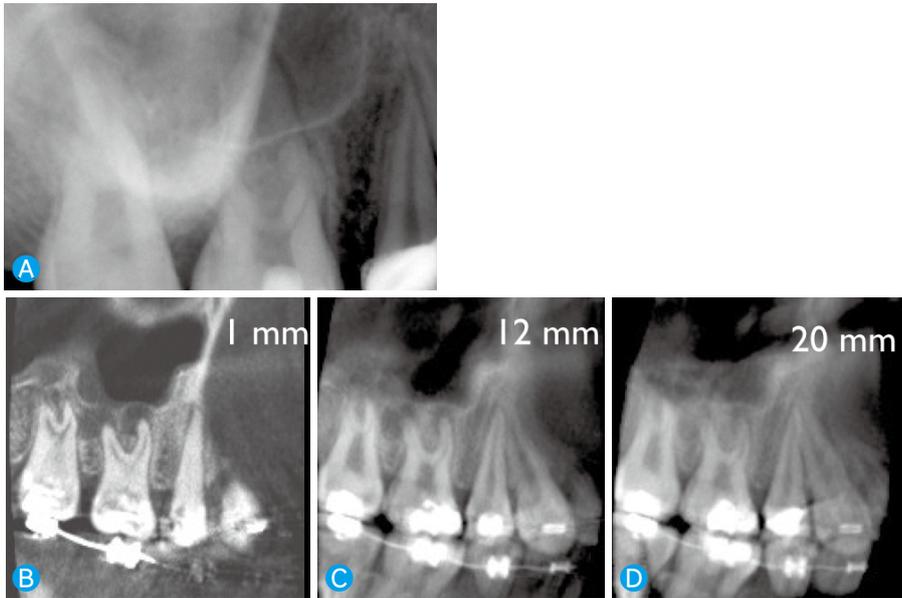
デンタルエックス線写真とCBCT像(矢状断)の比較
